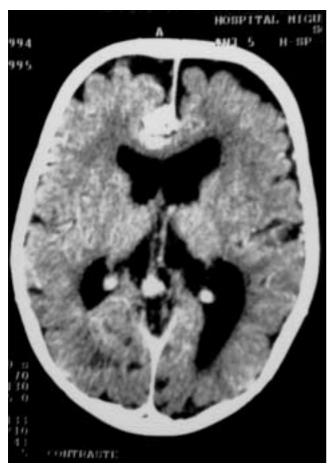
A: TAC cerebral contrastado a los 11 meses: trayectos vasculares anómalos, especialmente a nivel de la cisura interhemisférica, que sugieren malformación vascular.
